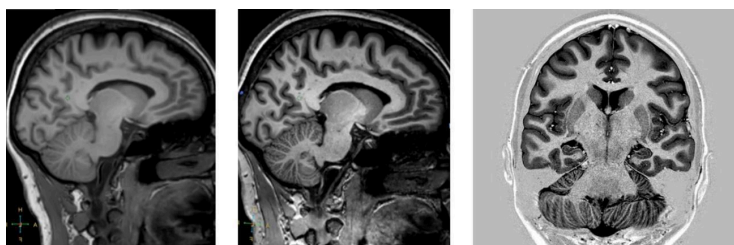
Imágenes por Resonancia Magnética (IRM)
